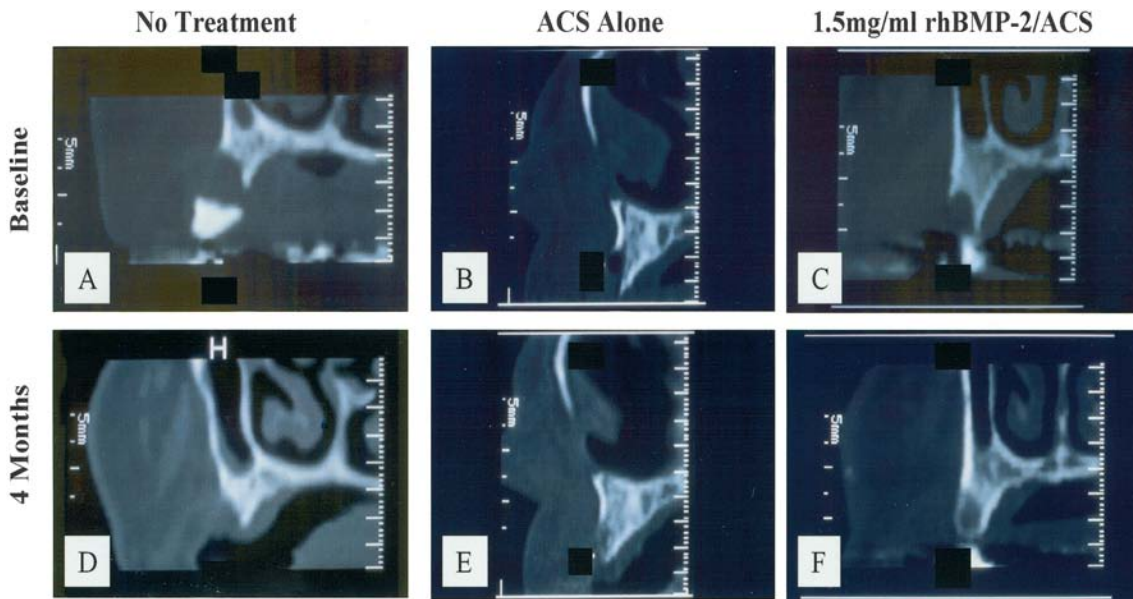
TC de los rebordes alveolares, comparando la cantidad de hueso formado en cada uno (sin tratamiento, grupo control y 1.5 mg/ml rhBMP-2/ACS). TC iniciales (A,B,C) y TC a los 4 meses de la cirugía (D,E,F).⁷³
